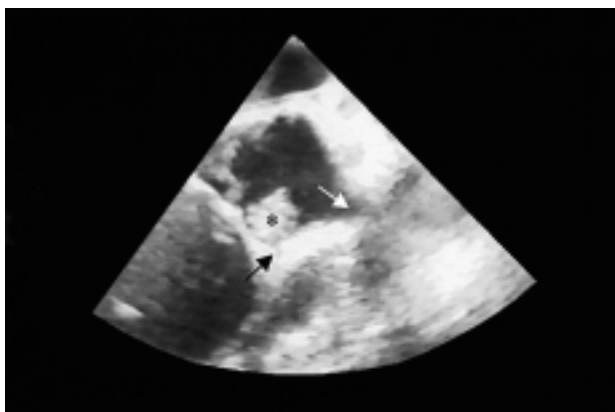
Ecocardiogramma transesofageo che dimostra la presenza di una massa (asterisco) che impegna l'ostio coronarico destro (freccia nera). Viene inoltre visualizzato l'ostio dell'arteria coronaria sinistra (freccia bianca).
